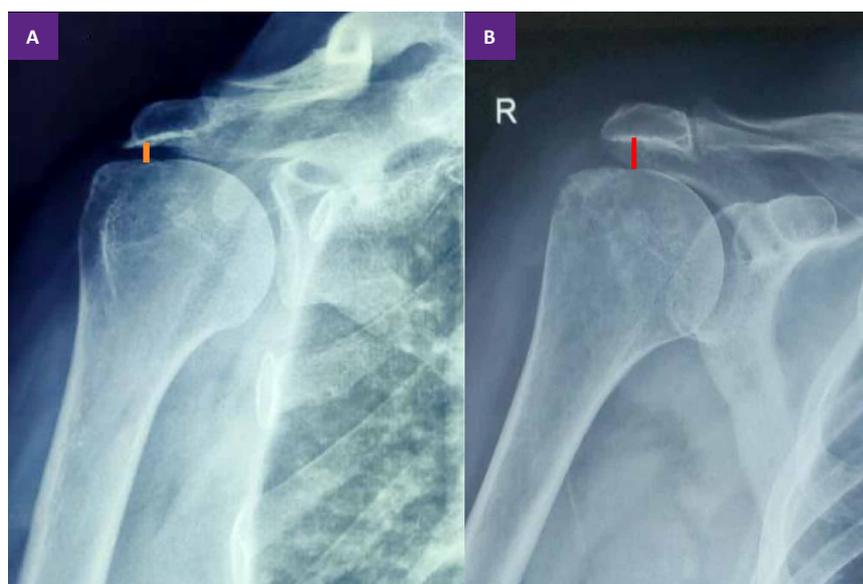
Radiografía anteroposterior de hombro derecho. A. Radiografía preoperatoria, se observa la articulación glenohumeral sin cambios artrósicos, ascenso de la cabeza humeral secundaria a una ruptura masiva del manguito rotador, distancia Acromio-humeral (AH) = 4 mm y artrosis subacromial grado II de HAMADA. B. Radiografía postquirúrgico, se observa descenso de la cabeza humeral, aumento del espacio subacromial y una distancia acromio humeral (AH) = 8 mm.
